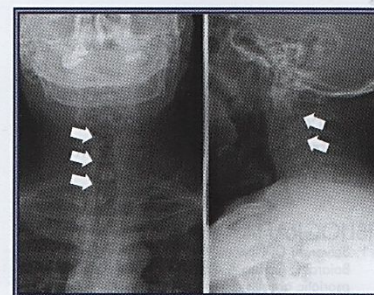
Radiografía AP y lateral de columna cervical, en las que se aprecia fusión total de los cuerpos vertebrales.
